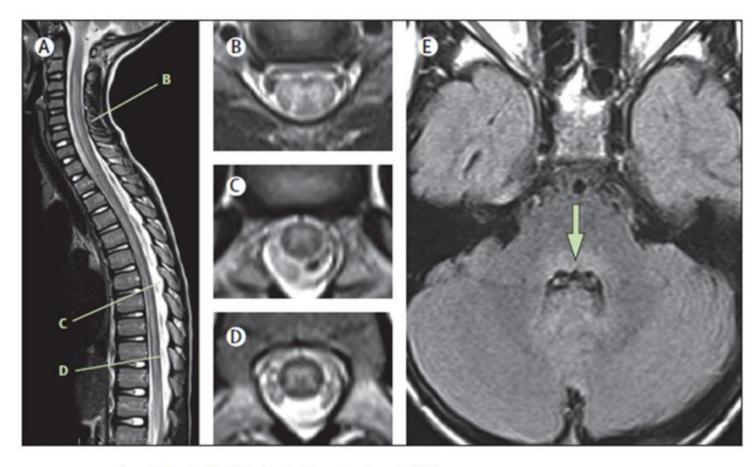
Typical MRI findings in the acute phase of AFM
